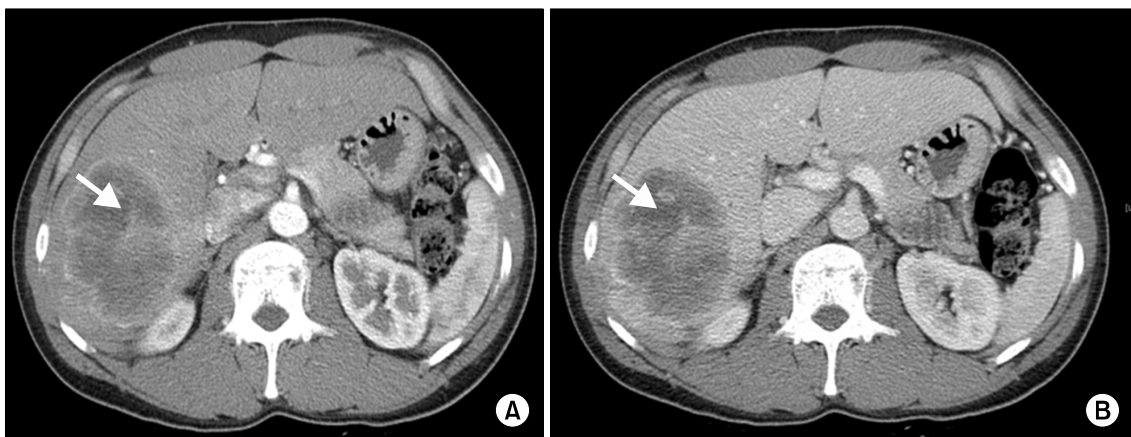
Spiral computed tomography (CT) revealed a huge liver mass (A) Arterial phase (B) Portal phase.
